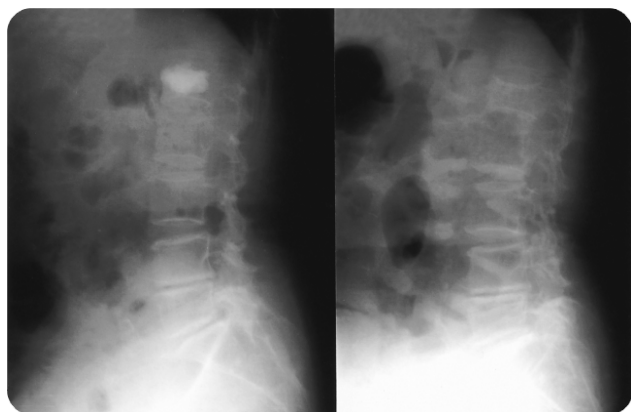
Preoperative and postoperative X-rays in L1 compression fracture.
